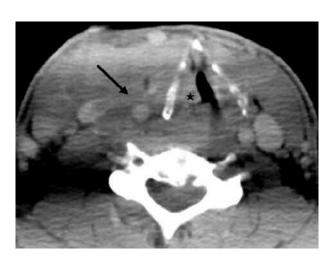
TAC cervical: hematoma cervical (flecha) secundario a una pequeña dehiscencia en la pared de la vena yugular externa comprimiendo y desplazando la tráquea (estrella) de forma significativa y todas las estructuras del paquete vásculo-nervioso.
